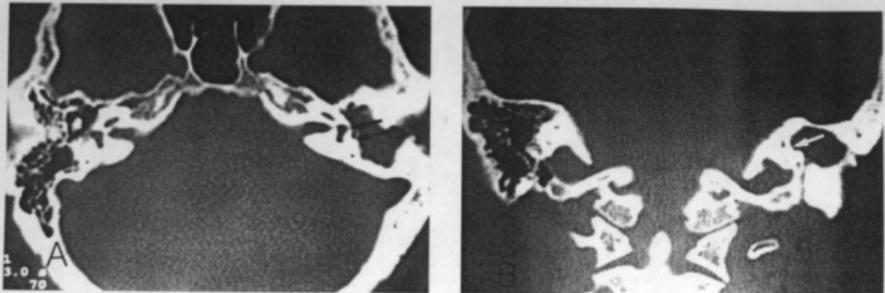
Temporal bone CT scan shows destruction of the lateral canal(arrows).
